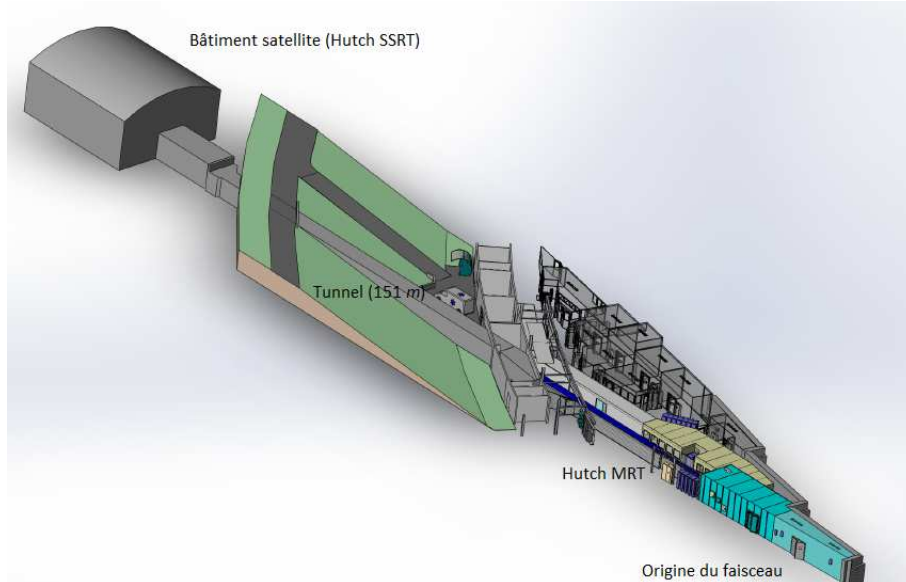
Ligne de lumière ID17 : La ligne est composée de deux cabines expérimentales, celle de MRT et celle de SSRT. Du fait de l'importante distance entre la source et la cabine SSRT (151 m), le faisceau disponible dans cette cabine expérimentale y est large (jusqu'à 15 cm).
